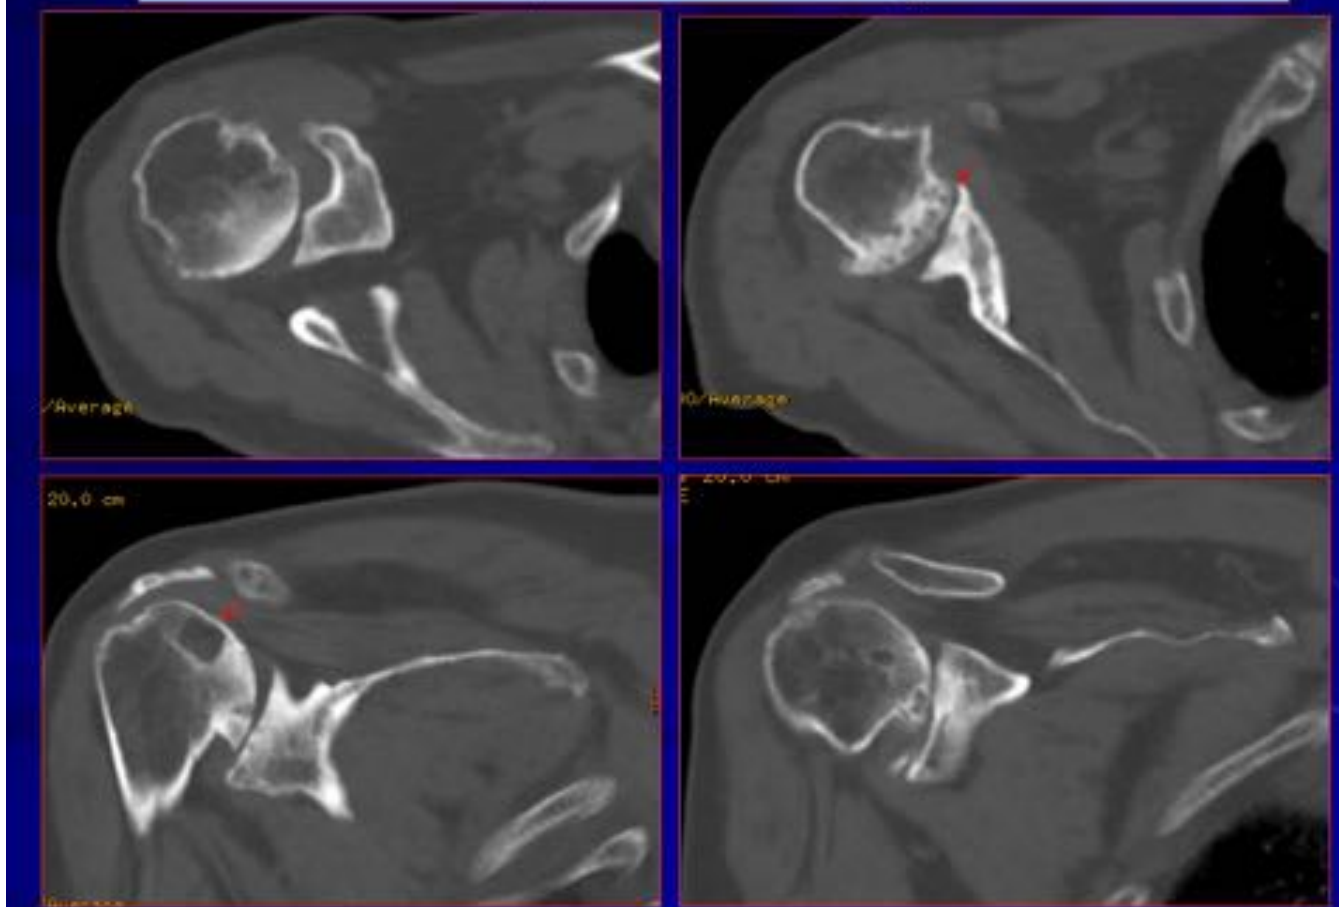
Estudio mediante TC multidetector de la artropatía secundaria a la rotura del manguito (proyecciones en axial oblicuo arriba y en coronal oblicuo abajo). Esclerosis subcondral y geodas en la cabeza humeral, osteofitos marginales. Migración craneal de la cabeza humeral con respecto a la glena con disminución secundaria del espacio subacromial.
